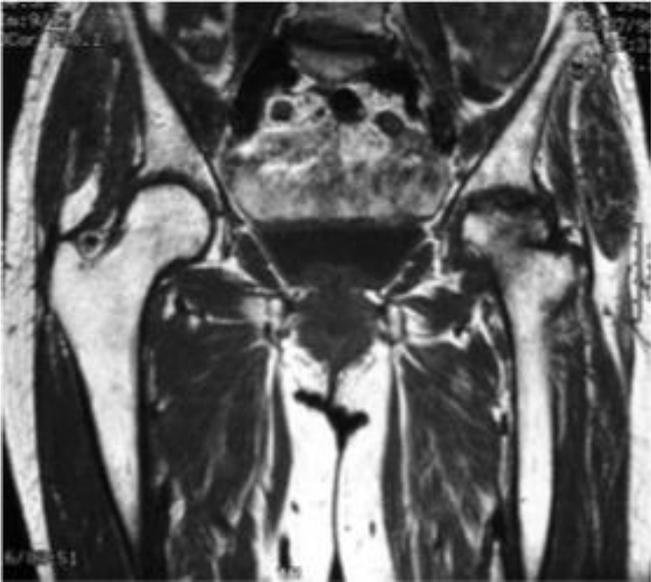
RMN donde se puede observar una necrosis avascular de la cabeza femoral del miembro inferior izquierdo
